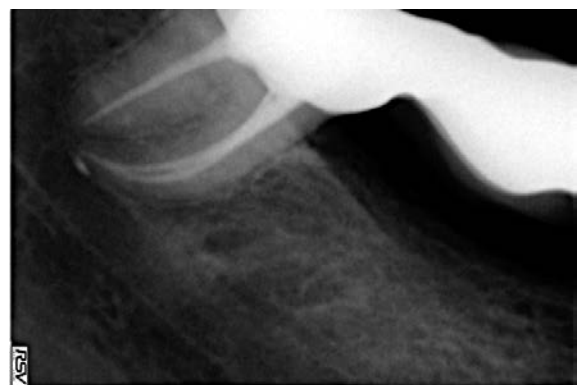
Повторная рентгенограмма через год после протезирования.
